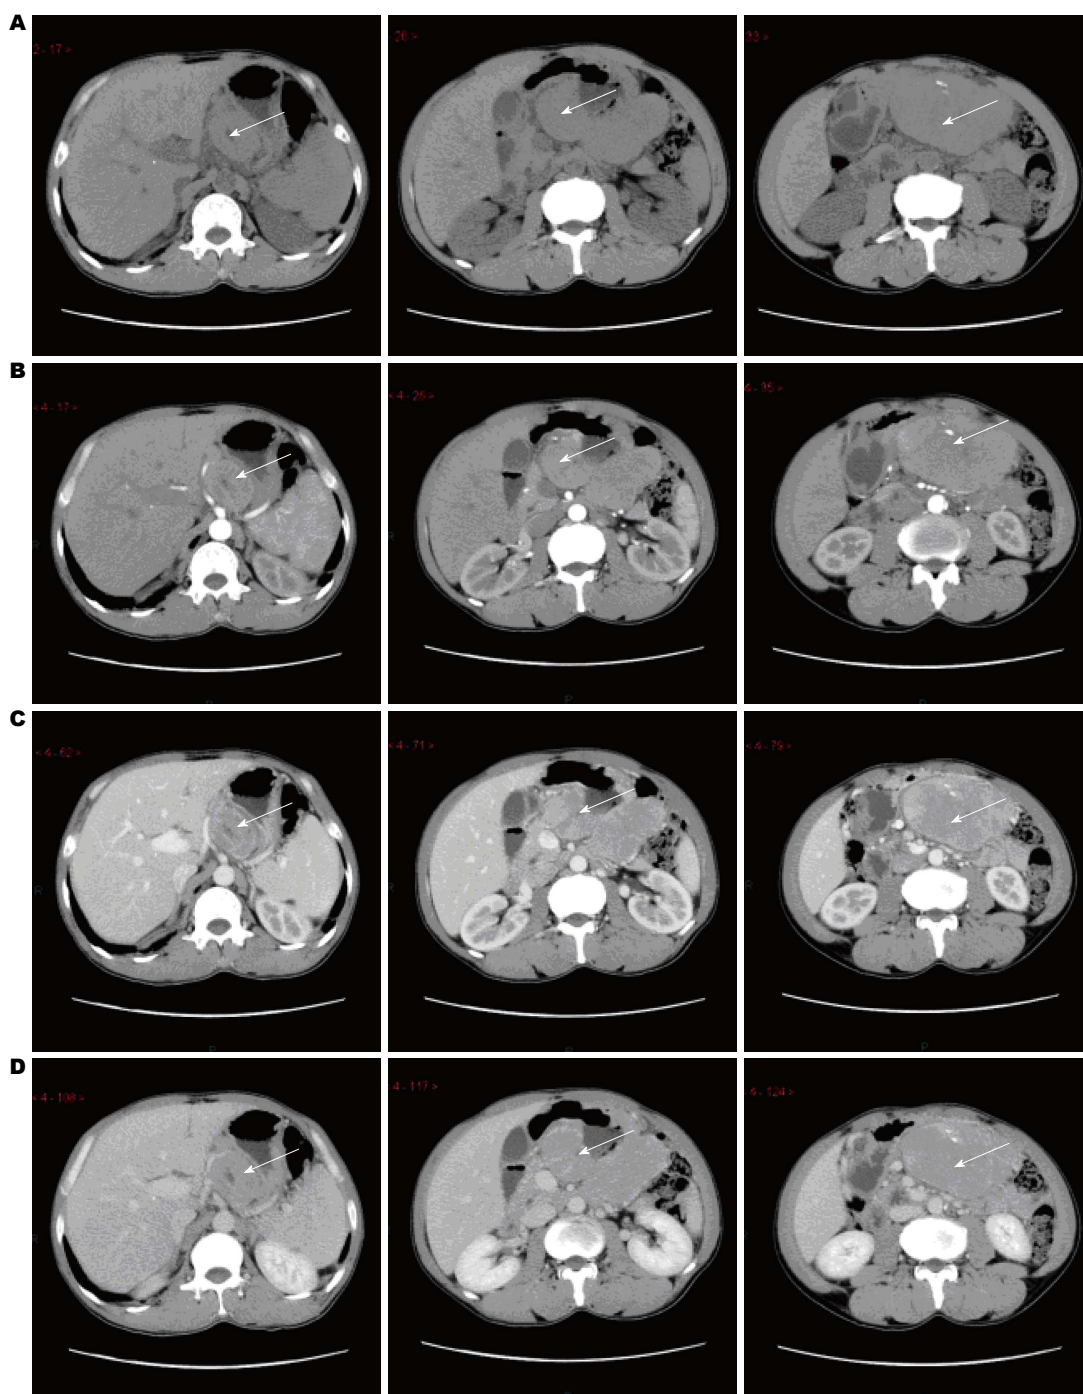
胃神经内分泌癌CT影像学表现。胃体后缘巨大占位、与相邻胃壁分界欠清,局部胃壁明显增厚,胃体部病灶向下延续可见小网膜囊团块影,动脉期肿块可见部分强化,门静脉期肿块均匀强化,延迟期肿块呈等密度改变,如图中白色箭头所示。A: CT平扫; B: CT增强动脉期; C: CT增强门静脉期; D: CT增强延迟期。
